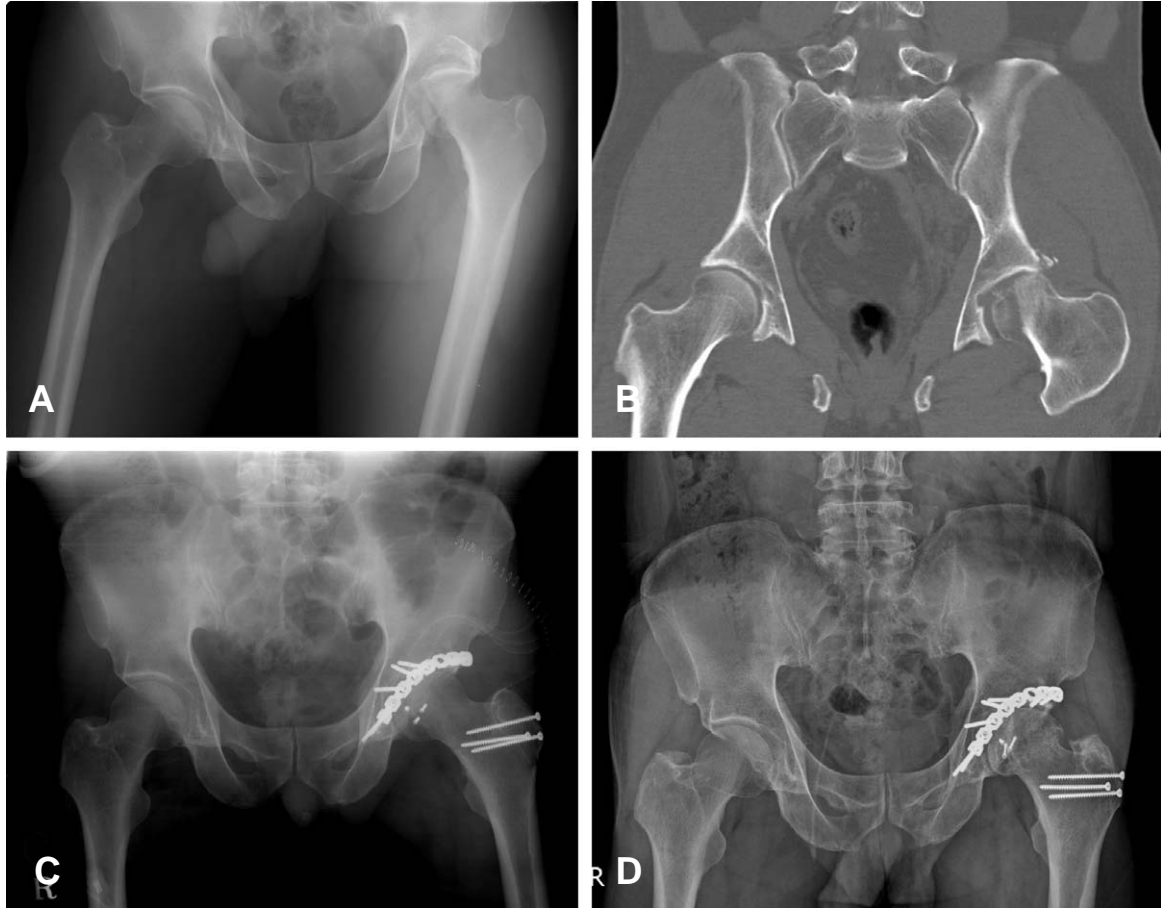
Case 20. A 48-year-old man (A) Initial both hip Anteroposterior (AP) view and (B) pelvis CT image show Pipkin type 4 femoral head fracture. (C) Internal fixation of femoral head and acetabulum through the posterolateral approach with trochanter flip osteotomy was done. (D) The last follow-up both hip AP x-ray at postoperative 53 months shows healing of fracture, but there is no evidence of avascular necrosis of femoral head or post-traumatic osteoarthritis.
